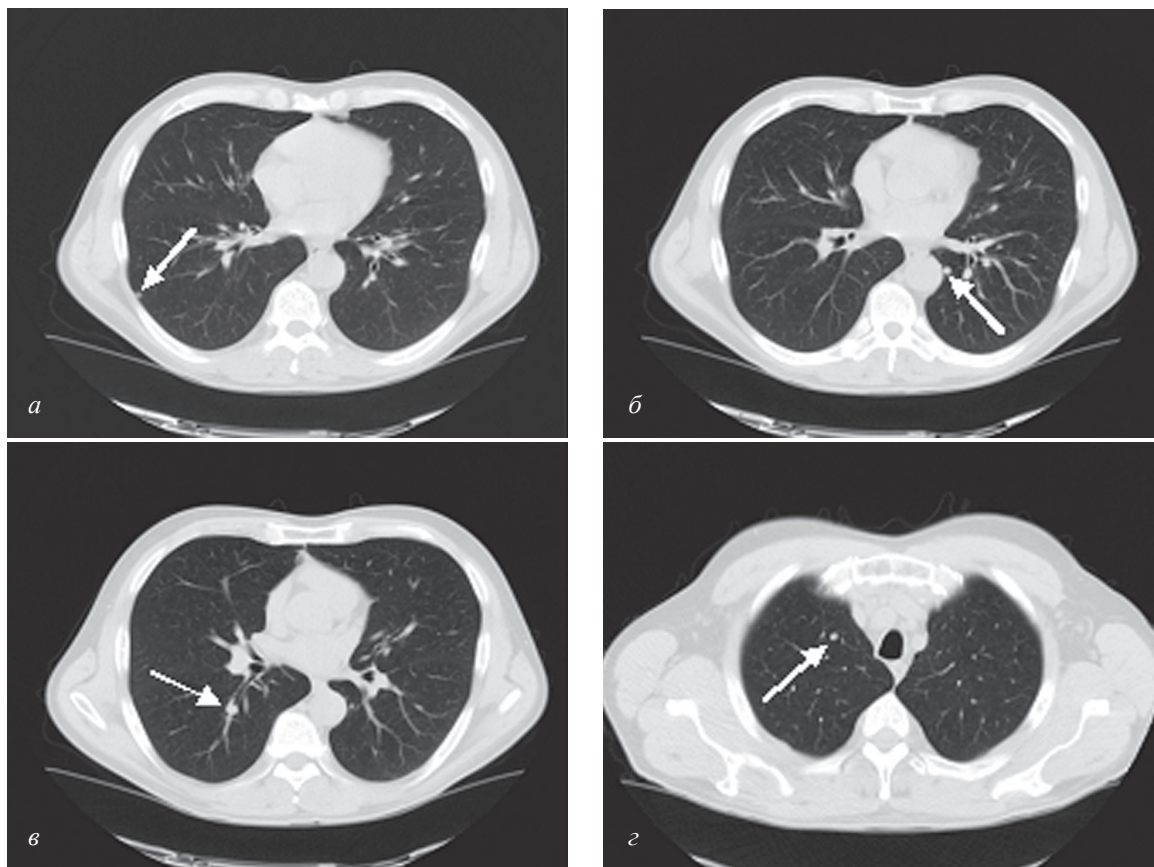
КТ — множественные объемные образования легких
